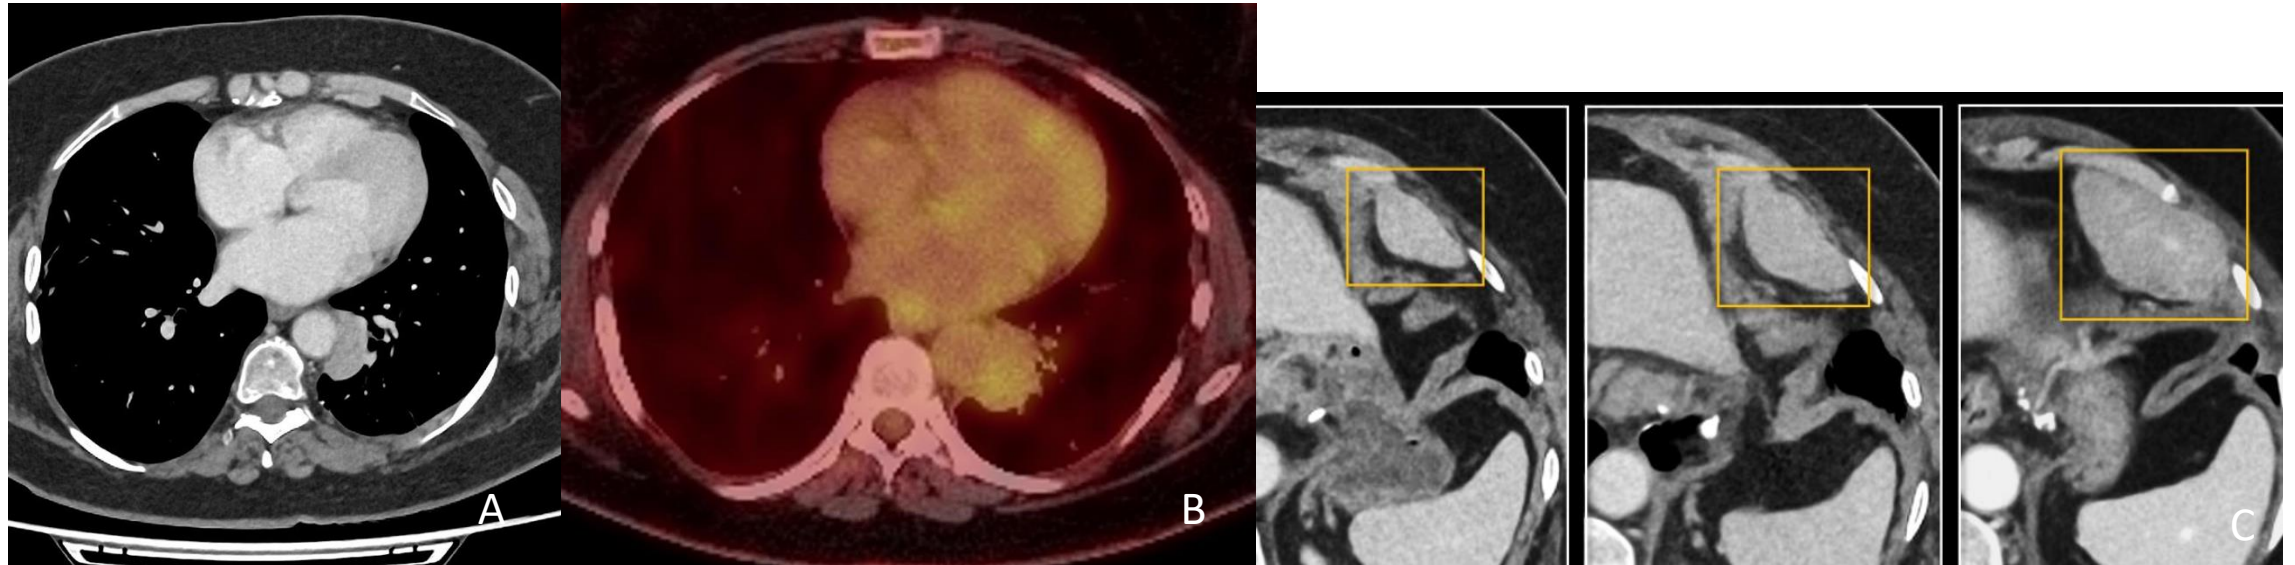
A. TC torácico con contraste IV en plano axial, evidenciándose lesiones paravertebrales sugestivas de recidivas. B. PET-TAC en plano axial muestra leve hipermetabolismo de FDG. C. Evolución con TC de los últimos meses creciendo de tamaño la afectación de la pared costal.
